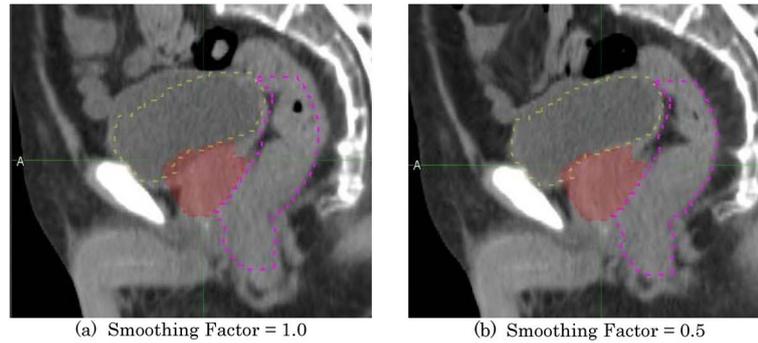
Comparison of the propagated contours between applying the smoothing factor 1.0 (a) and 0.5 (b) with intensity-based DIR when propagating contours on the initial planning CT to the boost planning CT. The red painted area shows CTV, the yellow broken line shows bladder, and the pink dashed line shows rectum, respectively. Dice coefficients were (a) 0.67 and (b) 0.82 in CTV, (a) 0.84 and (b) 0.92 in bladder, respectively.
